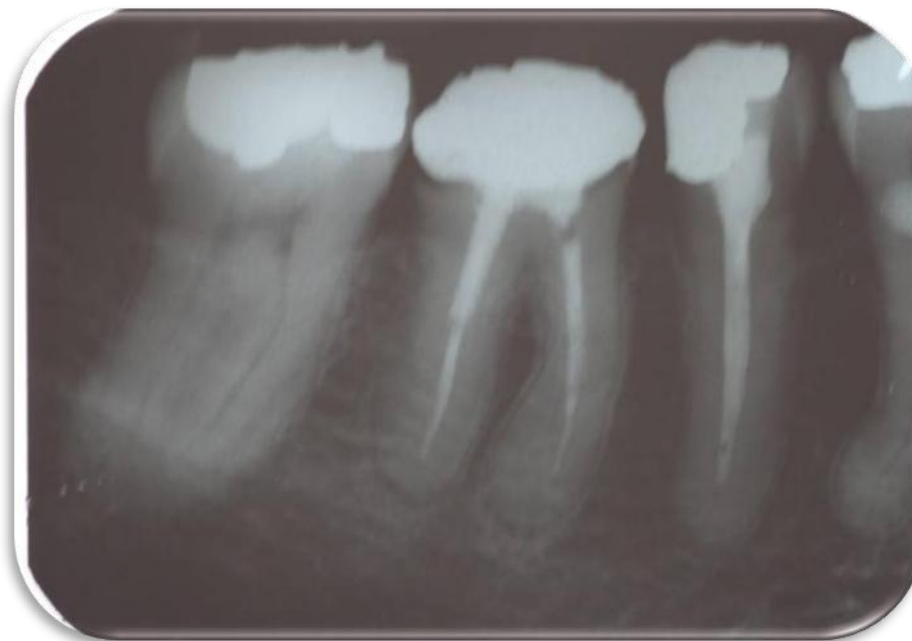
Radiografia periapical da região do 46-48 (seis meses antes – novembro de 2009- da primeira consulta).
